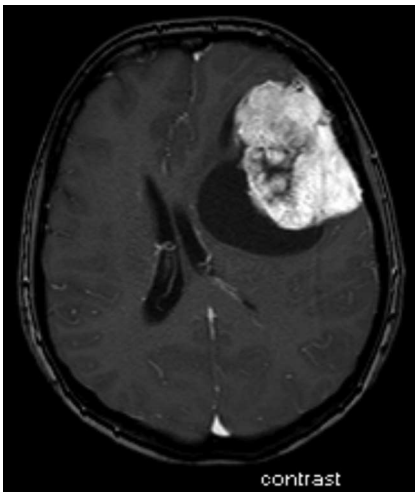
МРТ (Т1-зважене зображення з підсиленням). Дислокація мозку у хворого з кістозною менингіомою головного мозку до операції
